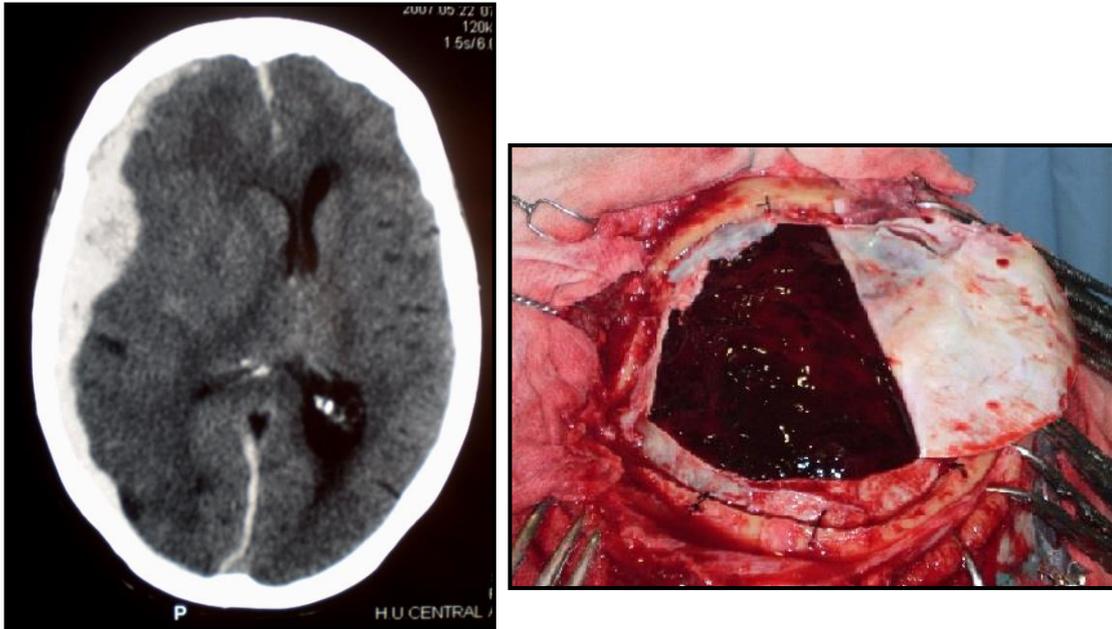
Hematoma subdural agudo: imagen de TC (izda) e intraoperatoria (dcha.).
